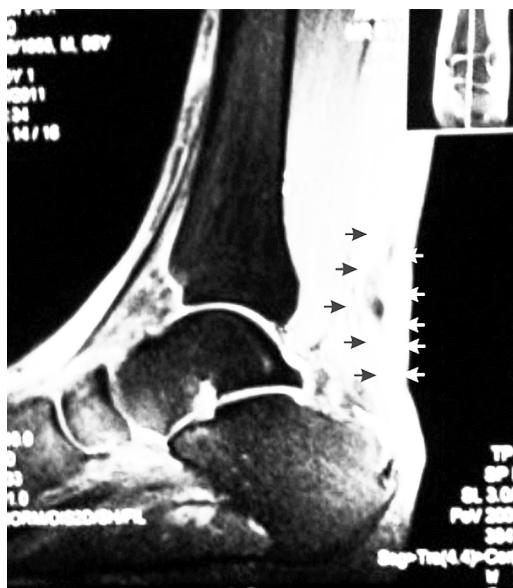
Магнітнорезонансна томограма при ушкодженні ахіллового сухожилля. Стрілками відмічено ділянку розриву
